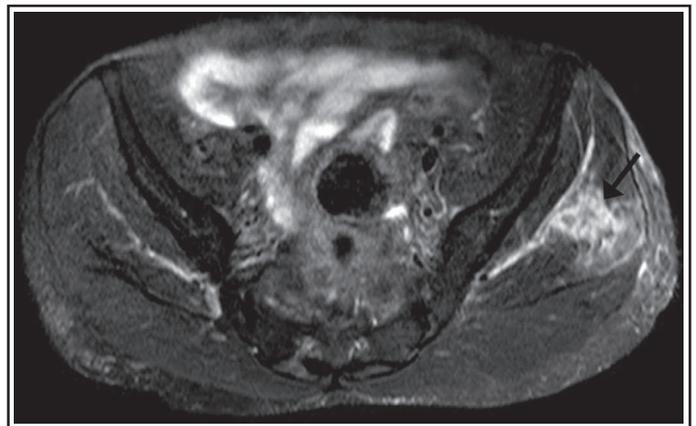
IRM coupe axiale T2 montrant un hypersignal du muscle moyen fessier gauche (flèche) associé à une hypertrophie musculaire.
